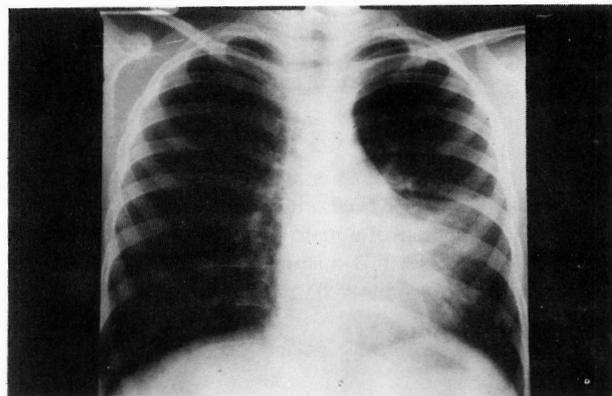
e 2A – Radiografias do tórax PA e perfil – limite superior da condensação delimitada pela cisura.
